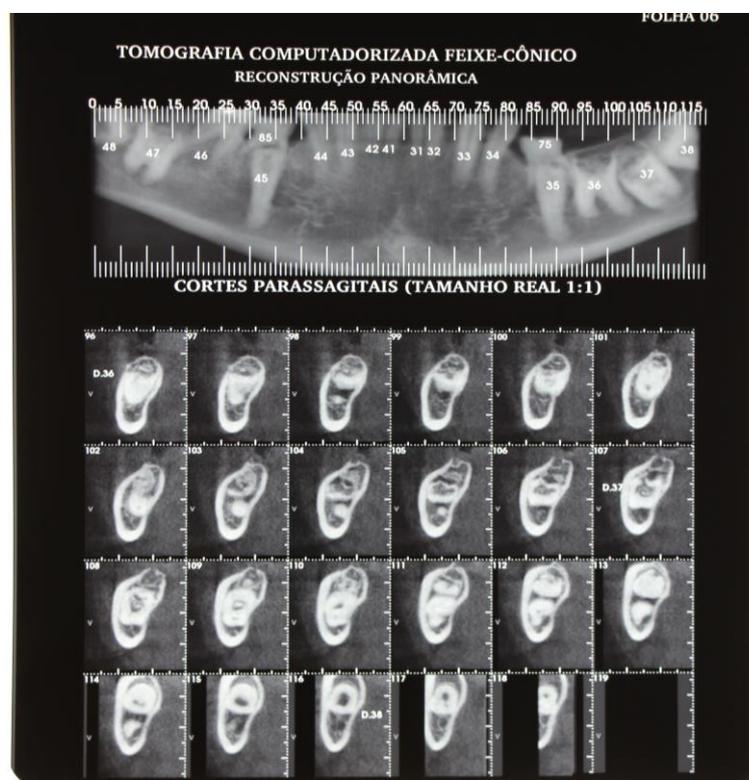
Tomografia computadorizada, dentes (36,37,38) .
